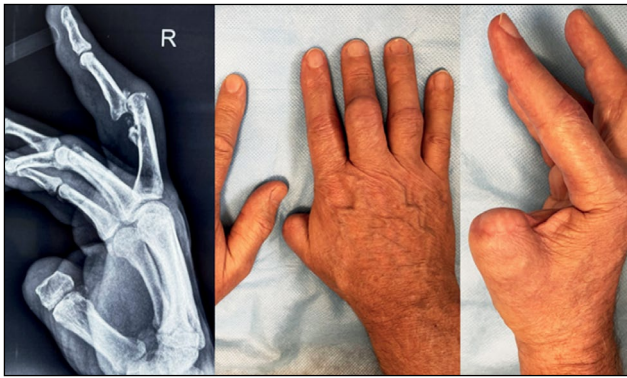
Внешний вид и рентген-картина.
